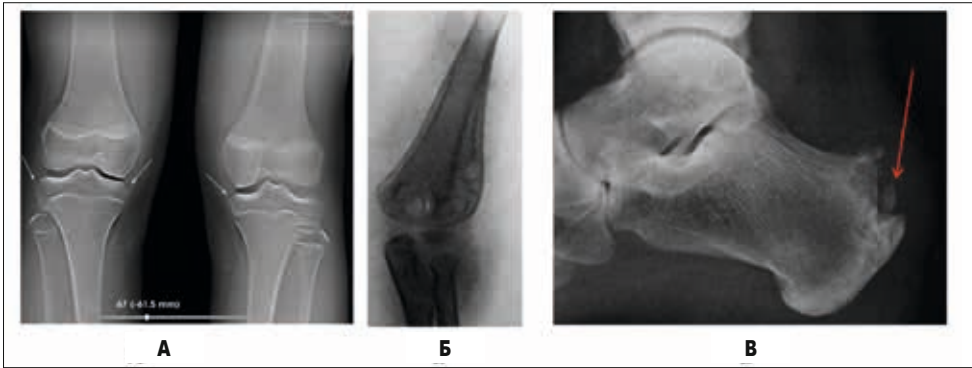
А – томосинтез колінних суглобів. Крайові узури в місцях прикріплення капсули (стрілки); Б – рентгенограма ліктьового суглоба. Ревматоїдна гранульома під окістям; В – рентгенограма п'яткової кістки. Ентезопатія п'яткового горба при ревматоїдному артриті
